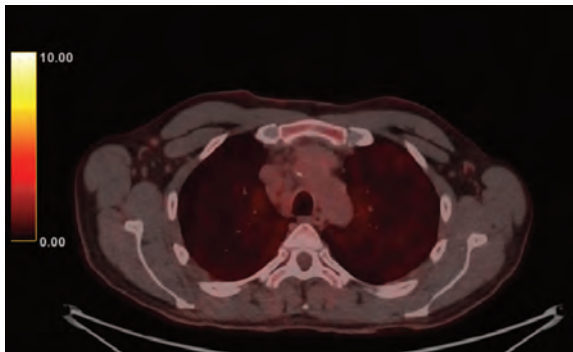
imagen de corte axial torácico de PET-TC de control donde se observa desaparición de captaciones previas.
